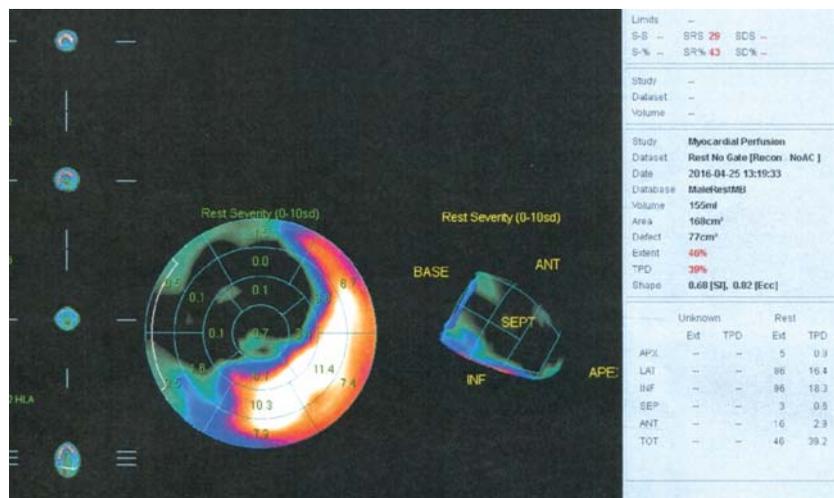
Перфузионная сцинтиграфия миокарда у больного В.
